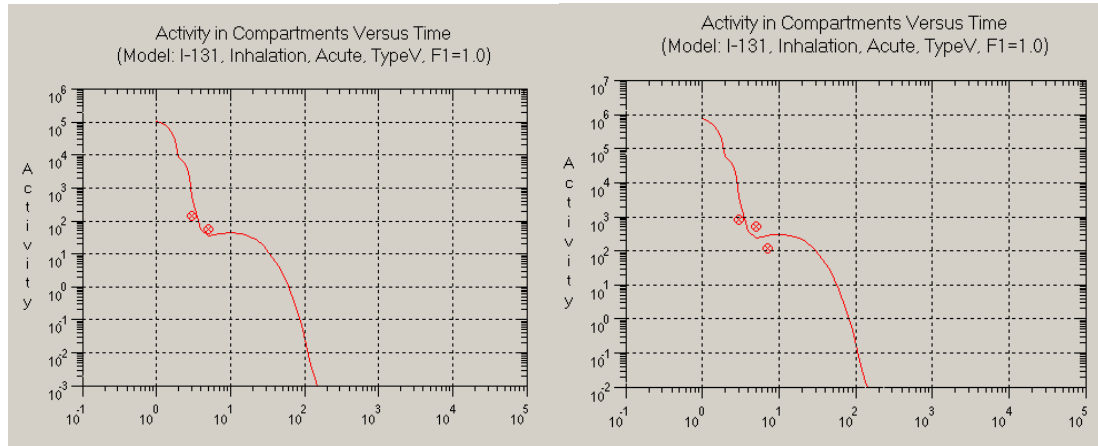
Actividad excretada en orina 24h en función del tiempo según modelo ICRP y medidas de actividad de TC4
